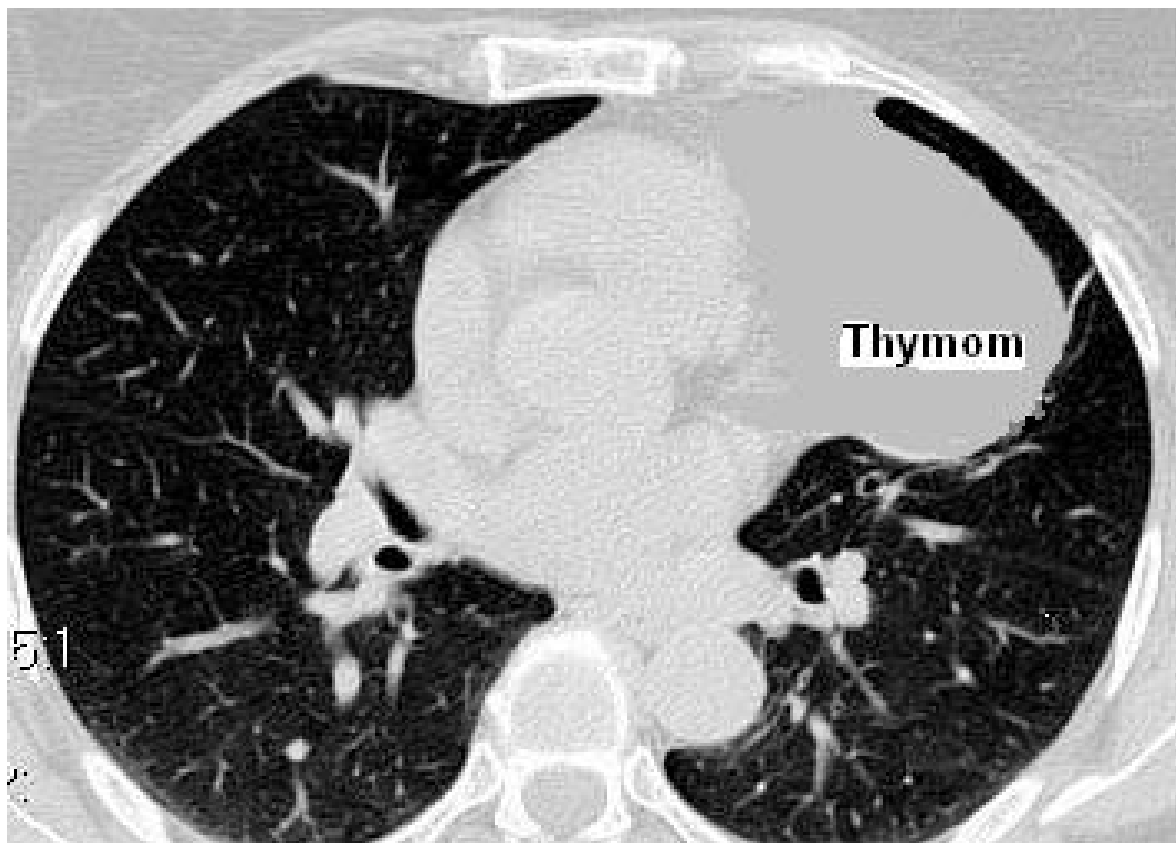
Computertomographie des Thorax mit Nachweis eines Thymustumors (aus dem Patientenarchiv)
